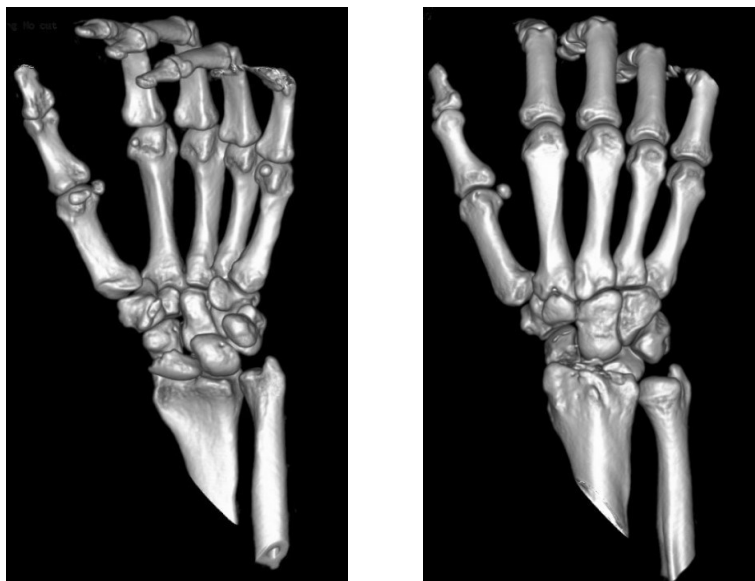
Ricostruzione tridimensionale TC pre-operatoria.
